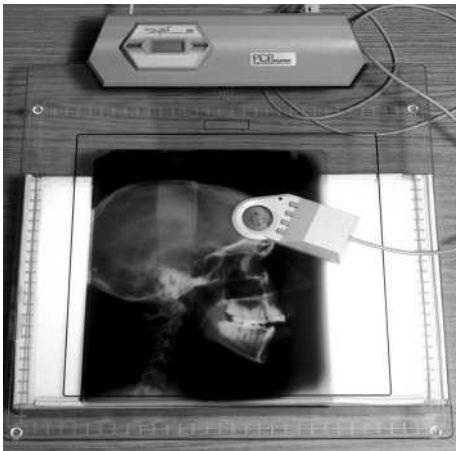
Digitalisiertablett mit Fernröntgenbild
